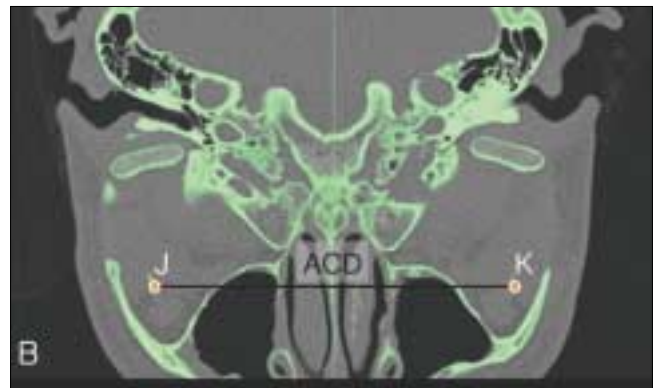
A, B. Axial view of 3-D CT, determination of ACA & ACD.
